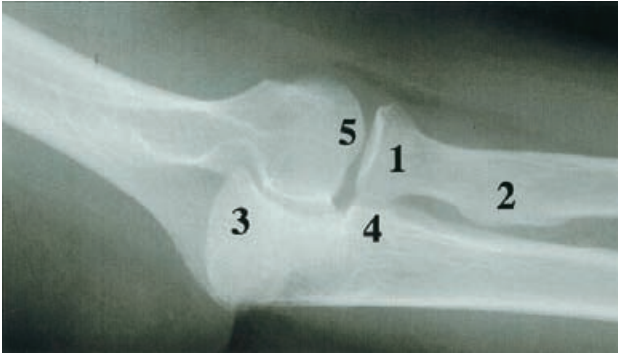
Radiografía lateral del codo. 1) Cabeza del radio. 2) Tuberosidad del radio. 3) Olécranon. 4) Apófisis coronoides. 5) Cóndilo humeral.
